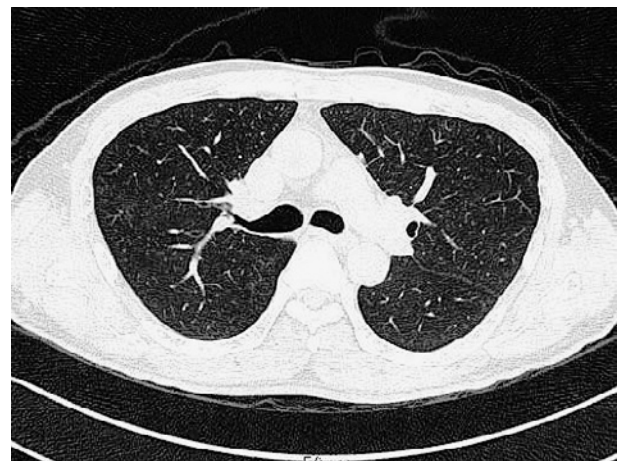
Chest computed tomographic scan performed in February 2011 shows no abnormal findings.
